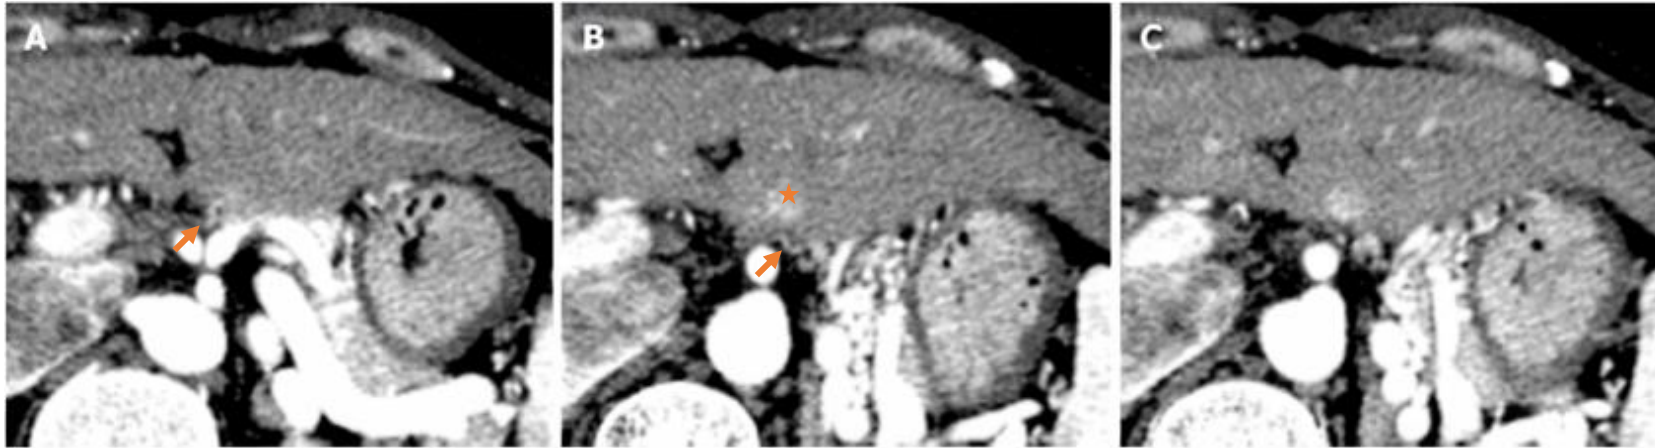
TC abdomen poscontraste en fase arterial plano transversal. Pseudolesión hipervascular en vertiente posterior del segmento 2 hepático (asterisco naranja). Adyacente a ésta se observa pequeña arteria entrando hacia el hígado; correspondiente con vena gástrica izquierda aberrante (flecha naranja).
